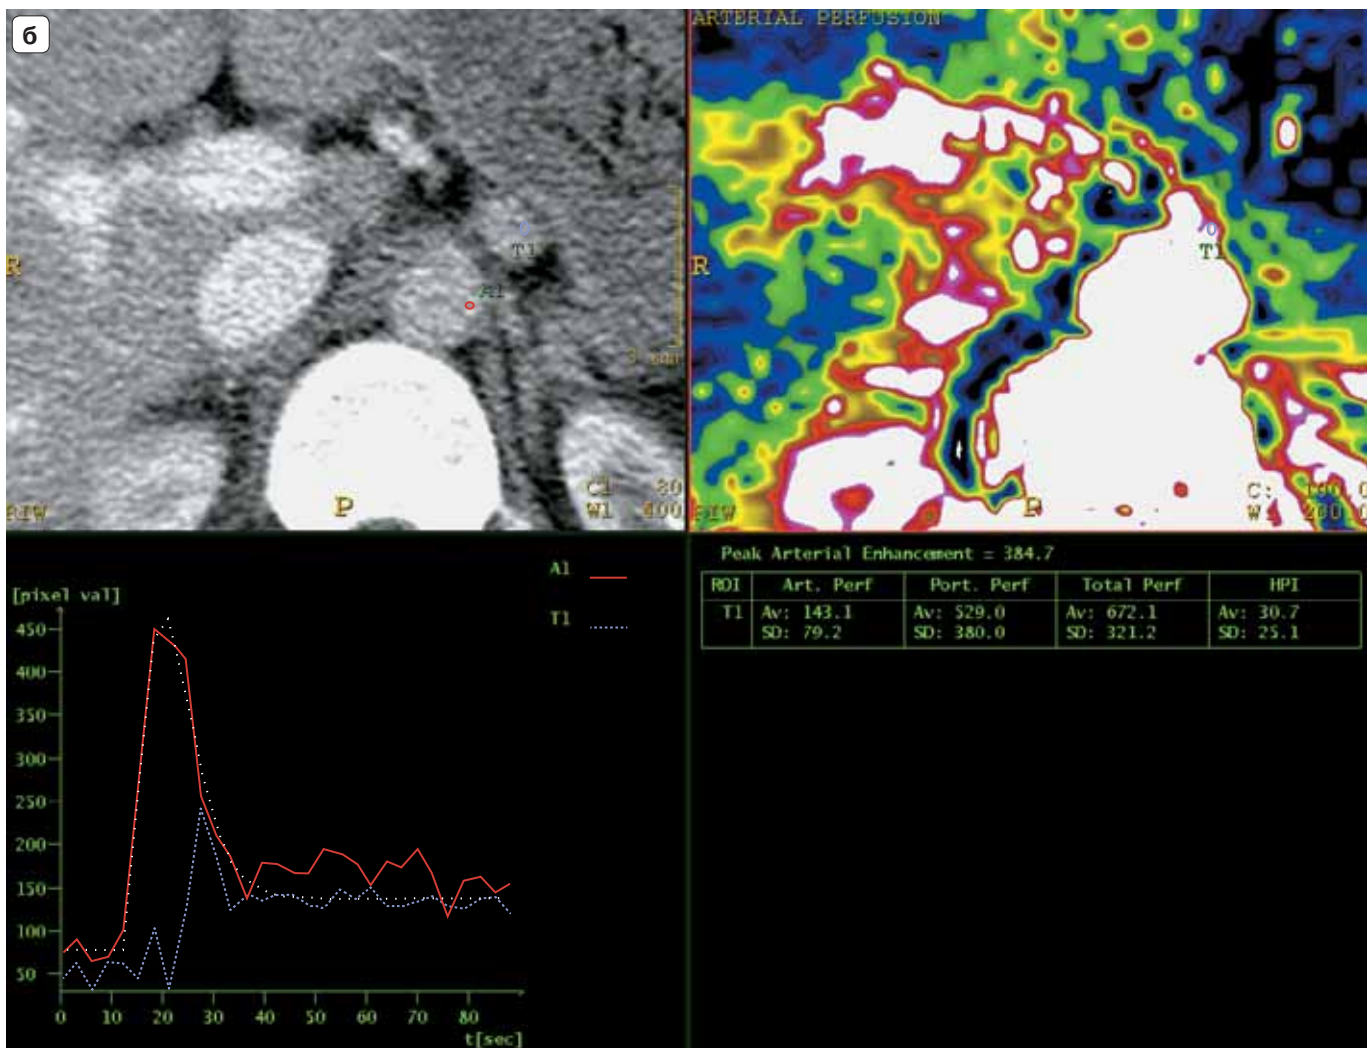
Перфузия органов брюшной полости.
